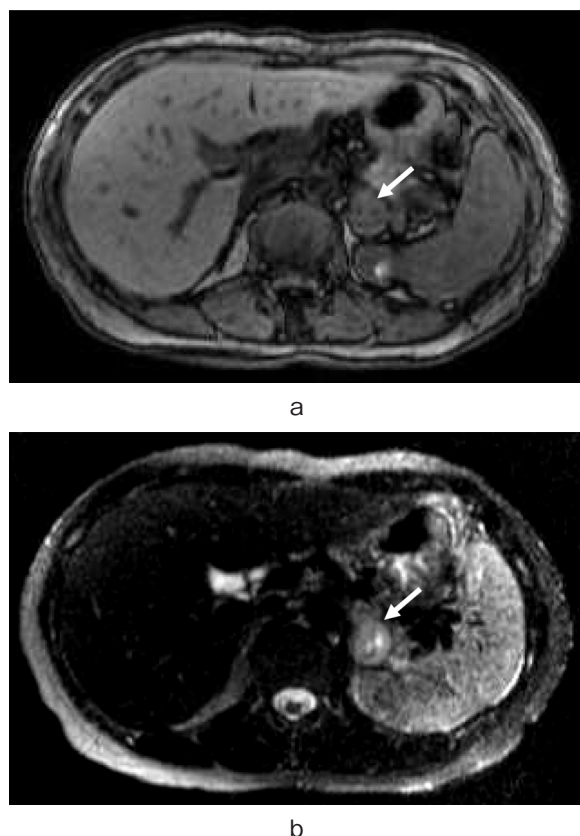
T1 and T2-weighted magnetic resonance imaging showed a 2.5 cm mass in the left adrenal gland.
